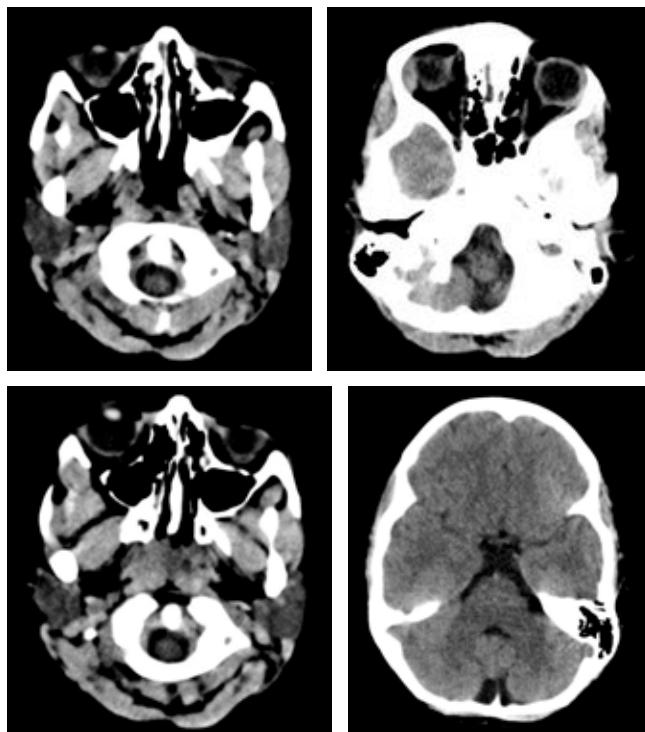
Tomografía axial computarizada de cráneo. Se advierte a nivel extraaxial la presencia de aumento de la amplitud del espacio subaracnoidal (imagen compatible con megacisterna magna). Relación sustancia gris y blanca respetada, sin lesiones focales ni difusas.
